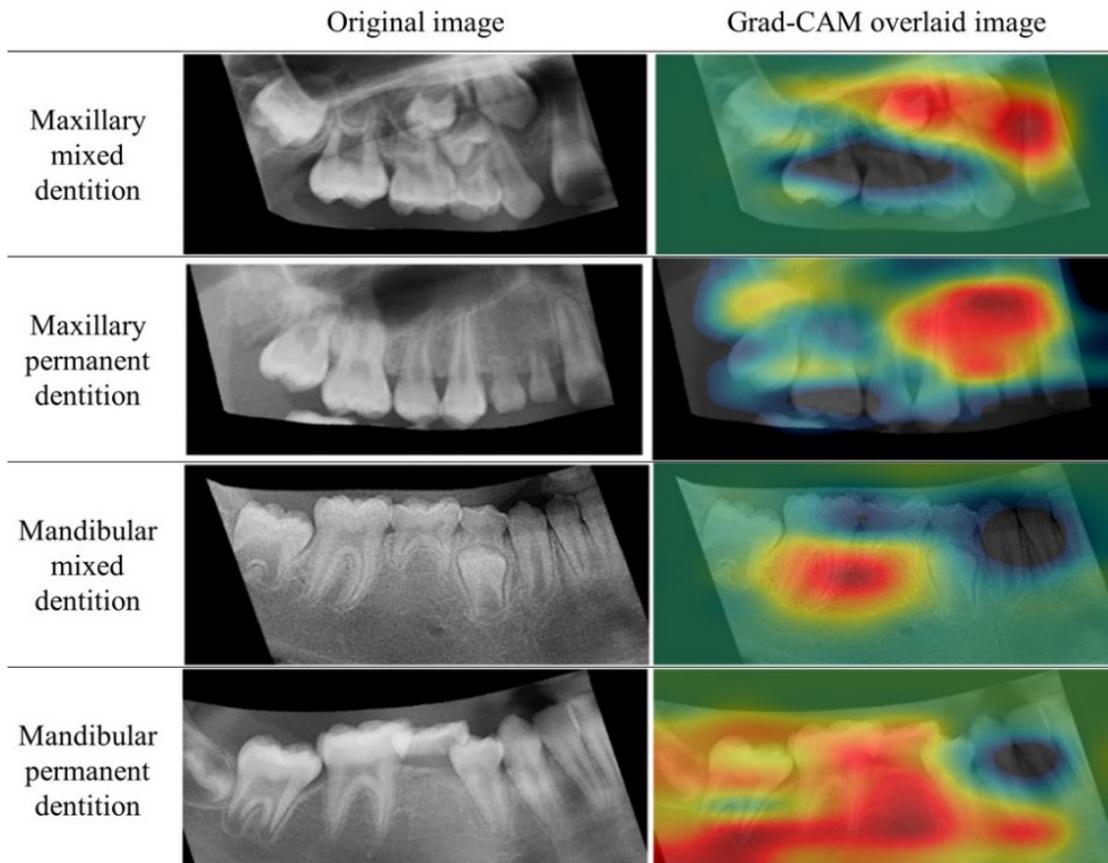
Lecture de la radiographie panoramique par le logiciel d'IA avec une zone rouge montrant une dent manquante (Eunjin K, 2024)
